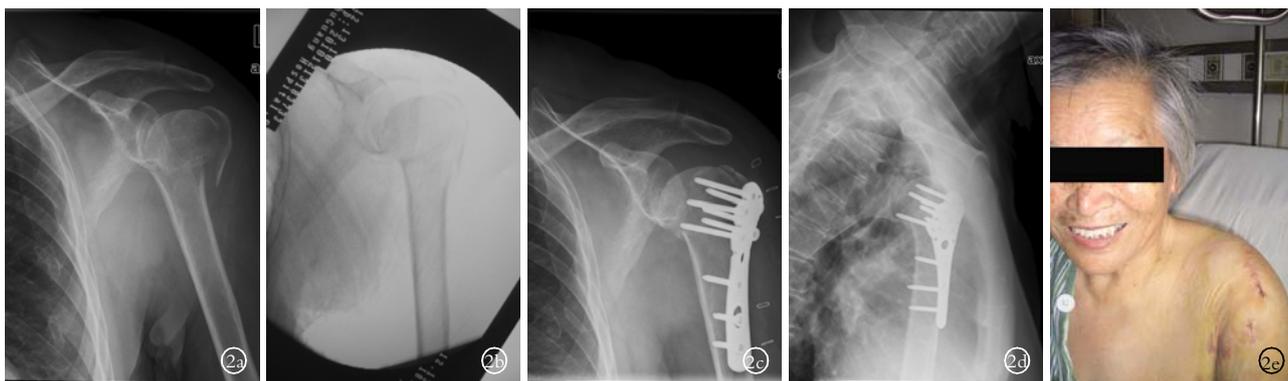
患者,女,75岁,肱骨近端骨折,Neer三部分骨折 2a.肱骨近端骨折术前正位X线片示肱骨外科颈、大结节骨折 2b.复位后C形臂X线透视示骨折接近解剖对位 2c.术后肩关节正位X线片 2d.术后肩关节穿胸位X线片 2e.患肩外观照片
